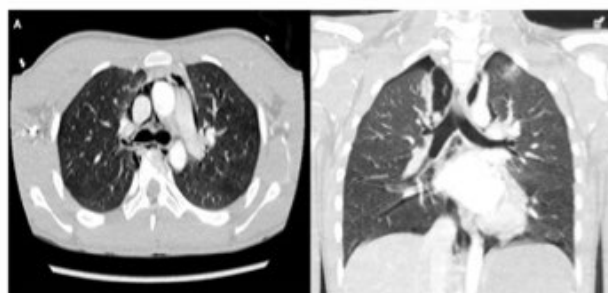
A. Angio-TAC corte transversal donde se aprecia la ruptura del Bronquio Fuente Derecho y enfisema mediastinal. B. Angio-TAC corte sagital con la ruptura del Bronquio Fuente Derecho, enfisema mediastinal y neumotórax derecho.
